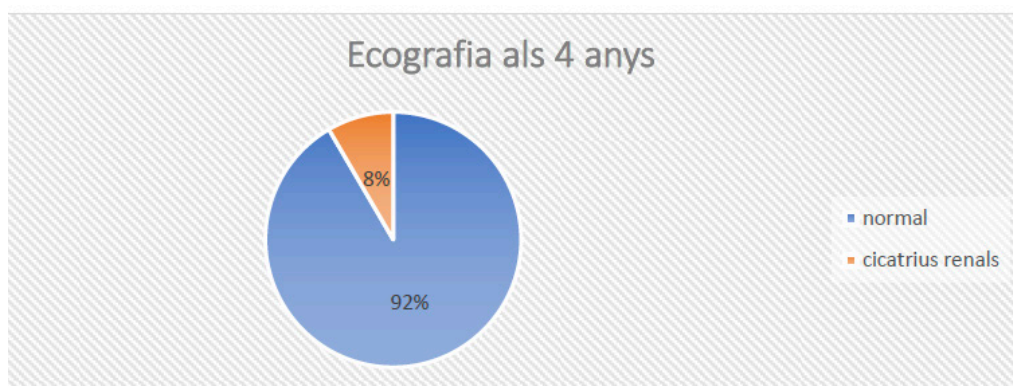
Resultat ecografia als 4 anys: cicatrius renals.
